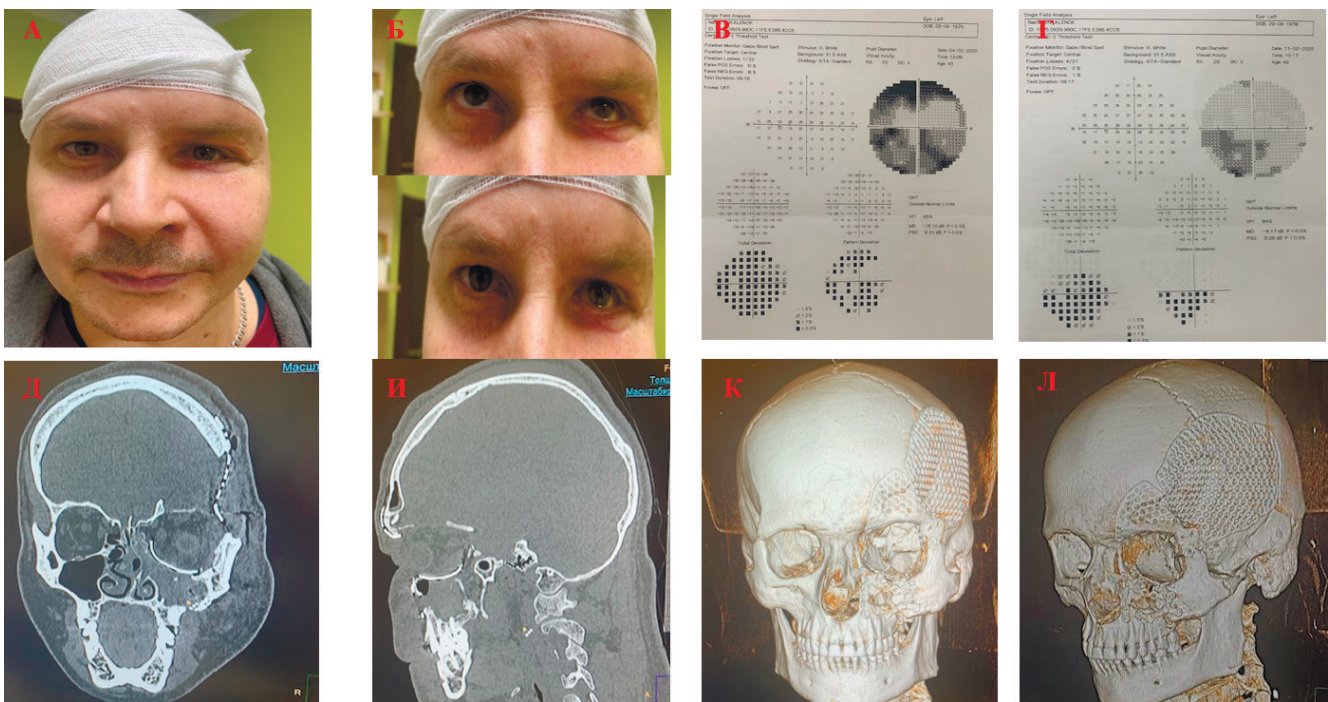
Внешний вид пациента, данные АСП и МСКТ после операции. А, Б – внешний вид пациента через 7 суток после операции. Результаты АСП пациента Ш. В – левый глаз до операции, Г – левый глаз после операции; МСКТ пациента Ш. до операции: Д – коронарная проекция, И – сагиттальная проекция, К, Л – 3D реконструкция черепа, положение имплантатов.
